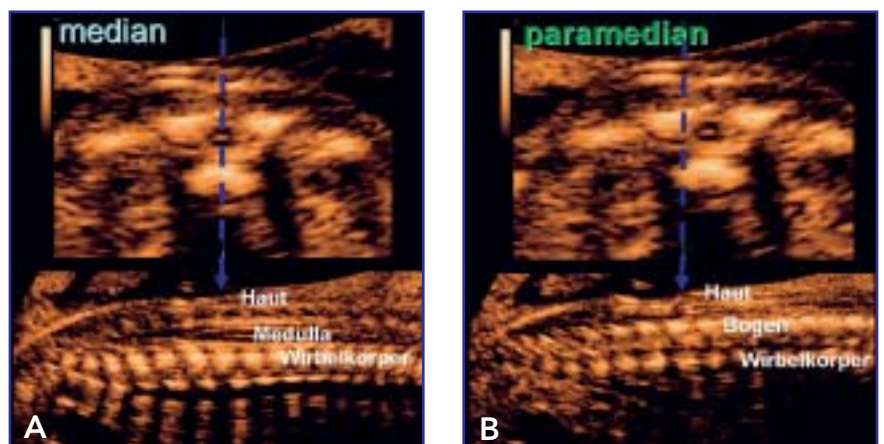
Vergleich zwischen paramedianem und exakt medianem sonografischen Längsschnitt der normalen fetalen Wirbelsäule. Aus didaktischen Gründen werden die Sichten aus einem Datenvolumen dargestellt: Das jeweils obere Bild stellt den Querschnitt dar, der blaue Pfeil zeigt das jeweils korrespondierende Bild im Längsschnitt.
